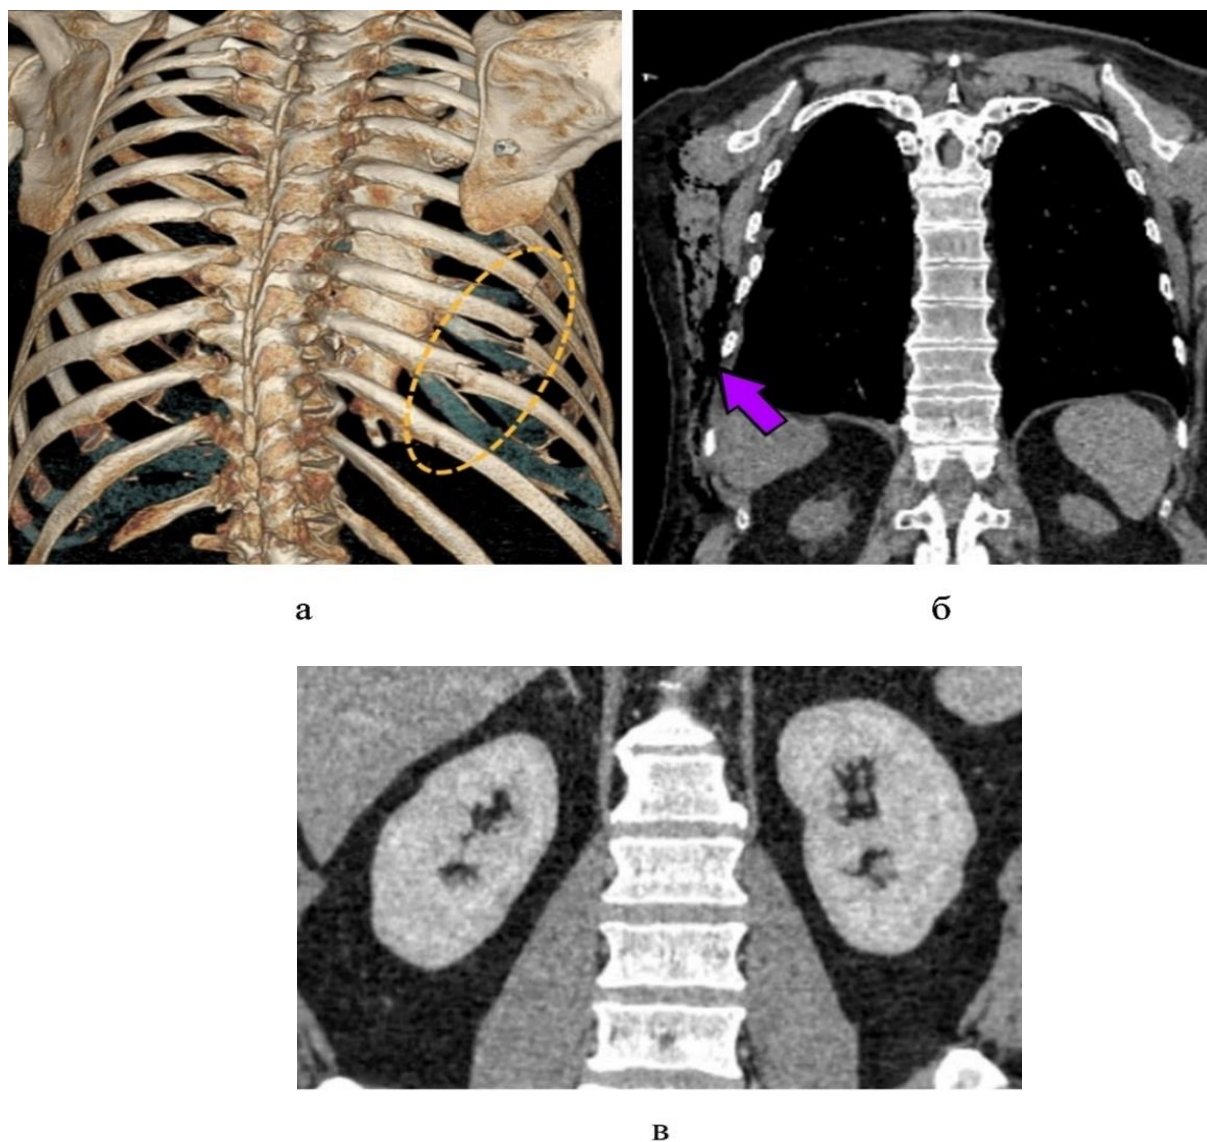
МСК-томограммы органов грудной клетки и забрюшинного пространства пациента С., 63 года, через 3 ч после ДТП: 3D-реконструкции – (а) медиастинальное окно, коронарная проекция (б). Определяются переломы ребер с VII по X справа (*пунктирные линии*), эмфизема мягких тканей (*фиолетовая стрелка*), при нефрографической фазе в коронарной проекции (в) – без патологических изменений
